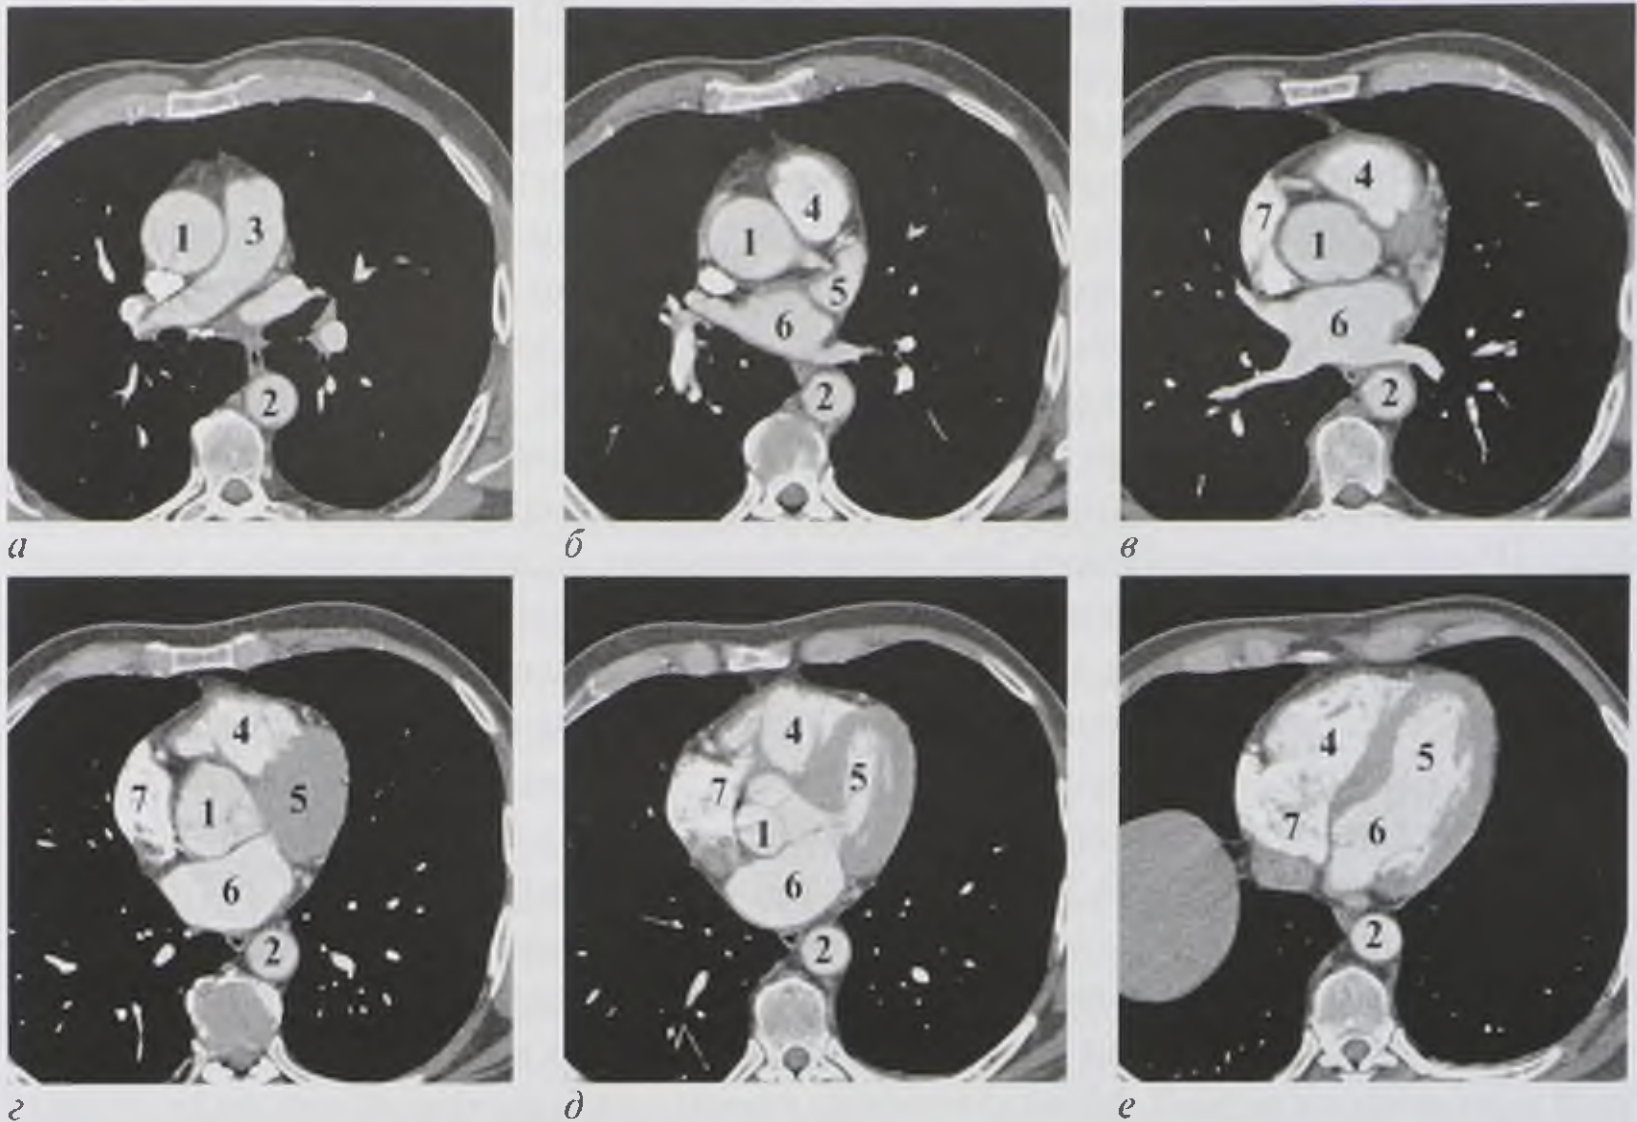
Серия компьютерно-томографических ангиокардиограмм на различных уровнях аксиальных срезов (*a–e*): 1 — восходящая аорта; 2 — нисходящая аорта; 3 — легочная артерия; 4 — правый желудочек; 5 — левый желудочек; 6 — левое предсердие; 7 — правое предсердие
